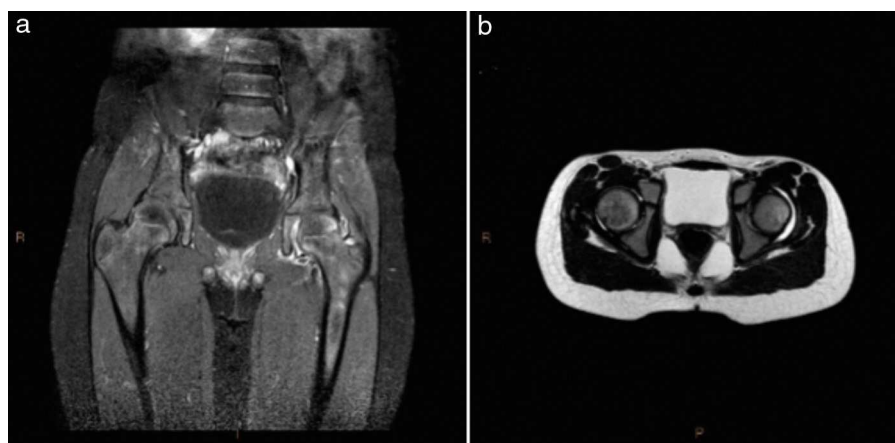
RM de caderas. a) Se observa reacción inflamatoria de la cápsula articular de la cadera izquierda que capta contraste en T1 con supresión grasa. b) Se observa incremento del líquido articular en la cadera izquierda en T2.
